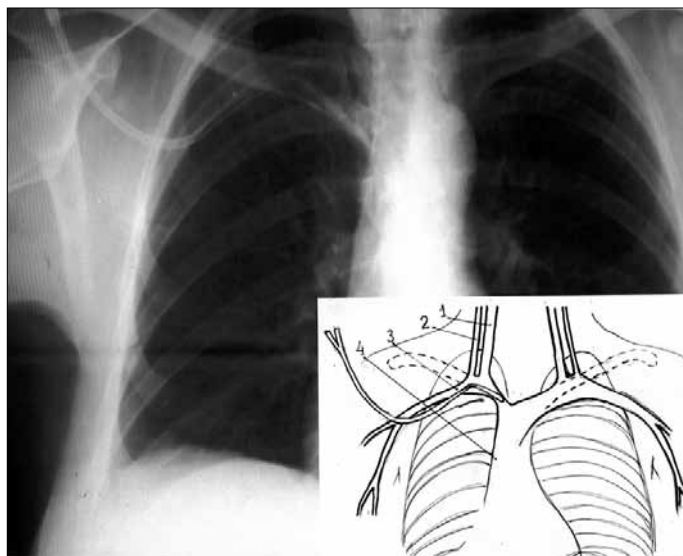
Рентгенограмма 6-й Б.А.А.
